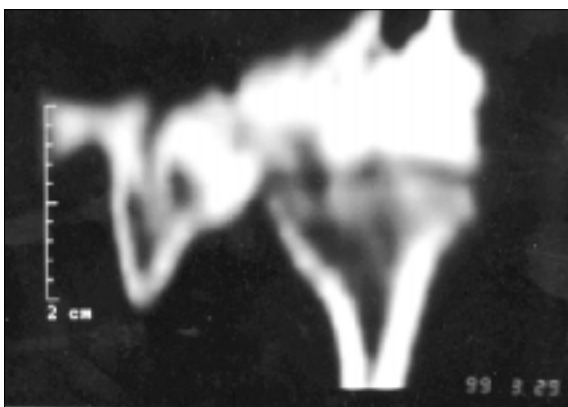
Case VI : CT of temporomandibular joint. Bony septa is observed.
